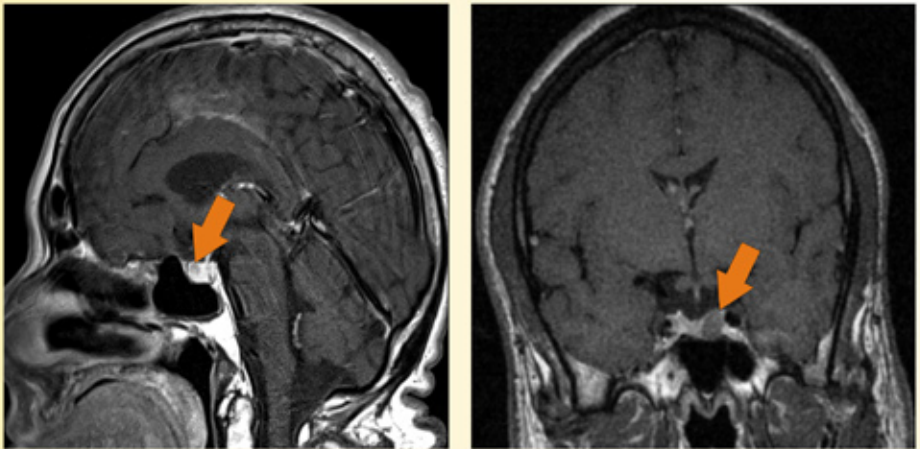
MRT eines Mikroadenoms (Sagittalschnitt/Koronarschnitt)
